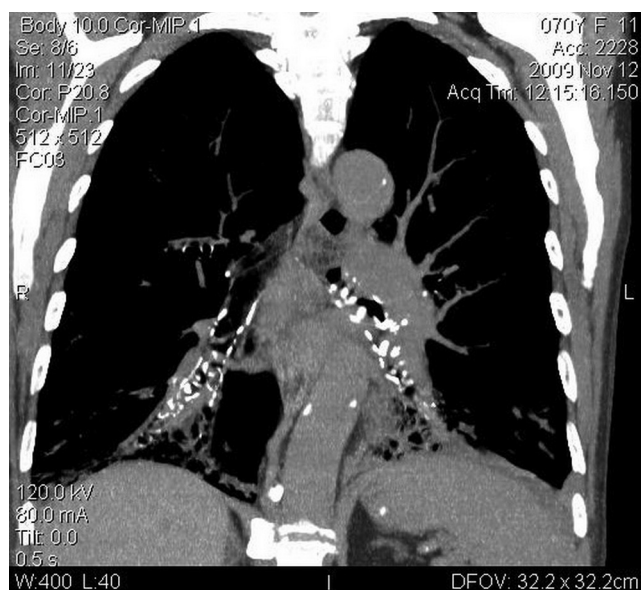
МСКТ, фронтальный срез, мягкотканый режим: распространение косте- и хрящевых образований вплоть до субсегментарных бронхов
